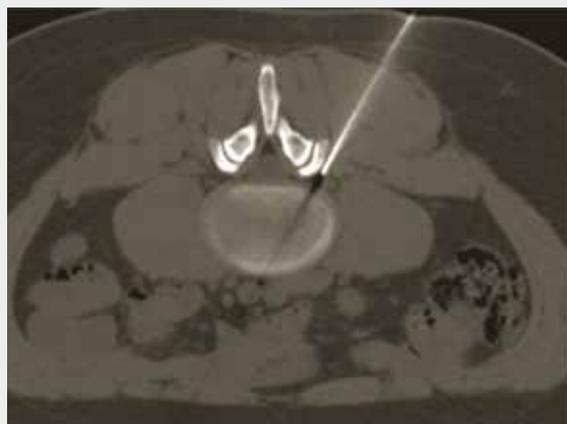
Ozonoterapia intradiscale: accesso TC-guidato. (Tratta da: *sportmedicinesrl.it*.)
